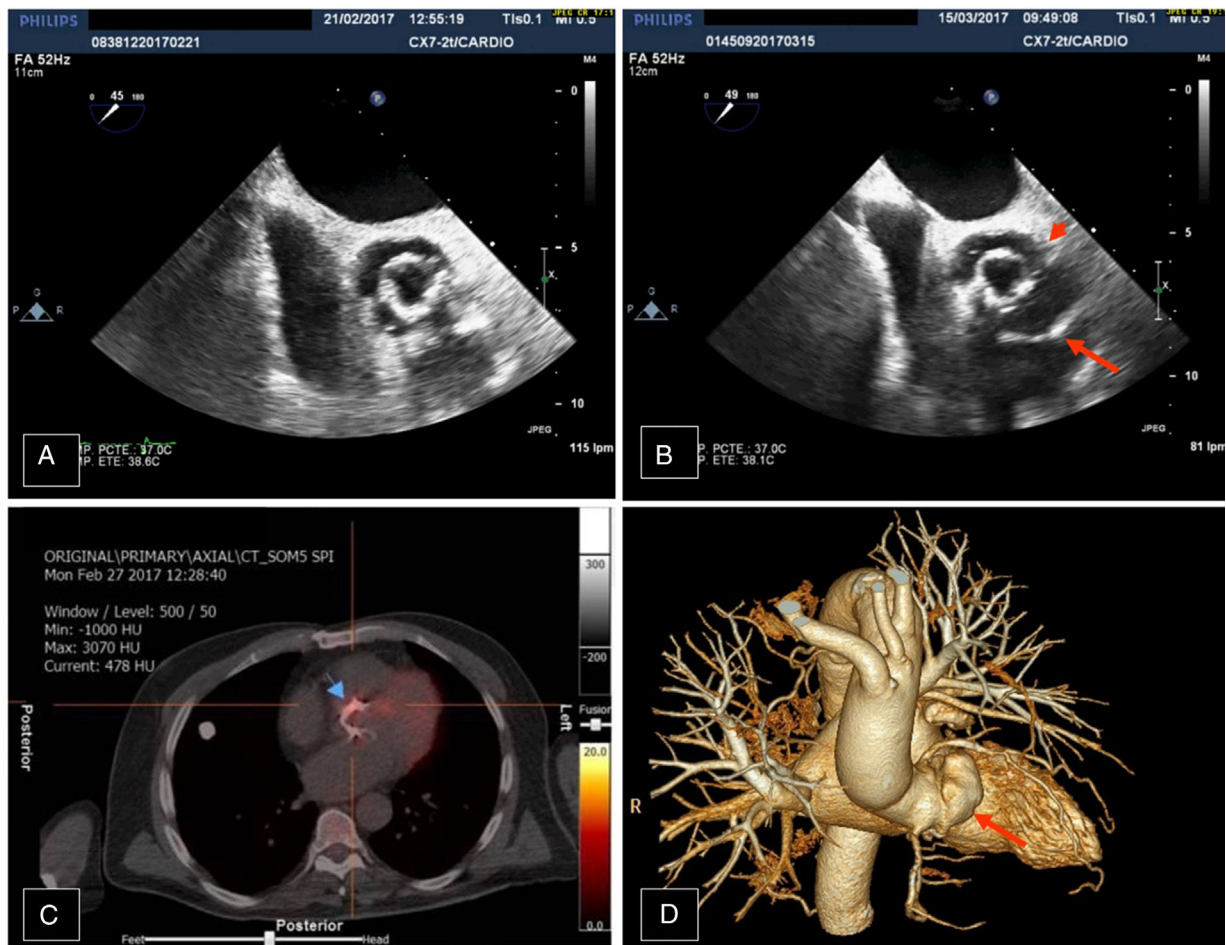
A) Ecografía transesofágica, plano medioesofágico de 45°. Ecografía realizada al ingreso del paciente en la que se observa la prótesis aórtica normoinsertada y sin imágenes indicativas de vegetaciones o abscesos. B) Ecografía transesofágica, plano medioesofágico de 45°. Ecografía realizada durante el seguimiento en la que se observa un pseudoaneurisma de gran tamaño en el seno coronario derecho (flecha), así como uno de menor tamaño en el seno coronario izquierdo (cabeza de flecha). C) 18F-FDG PET/TC que muestra un aumento de captación patológico focal en la válvula aórtica biológica. D) TC cardíaca con reconstrucción volumétrica en la que se puede observar el pseudoaneurisma de mayor tamaño.
